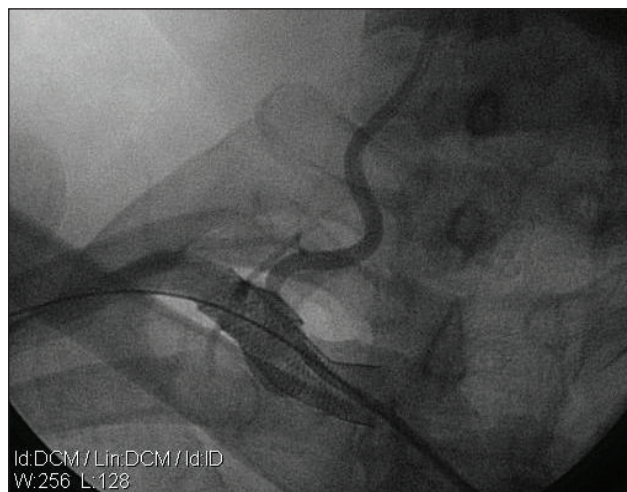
Рентгеноконтрастна ангіографія хворого А. Візуалізується стент в І сегменті правої ПКА та “кінкінг” І сегмента інсультарельної ХА
